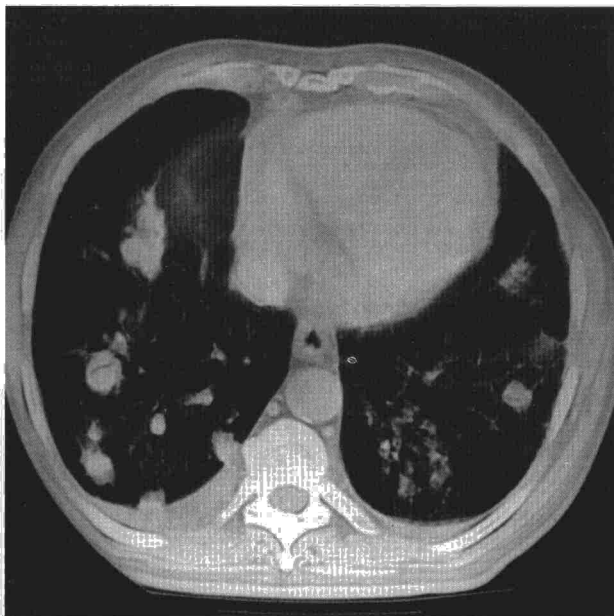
Densidades pulmonares múltiples, algunas con imagen de broncograma aéreo en su interior. Derrame pleural bilateral. Colapso parcial del lóbulo medio (TC torácica).
